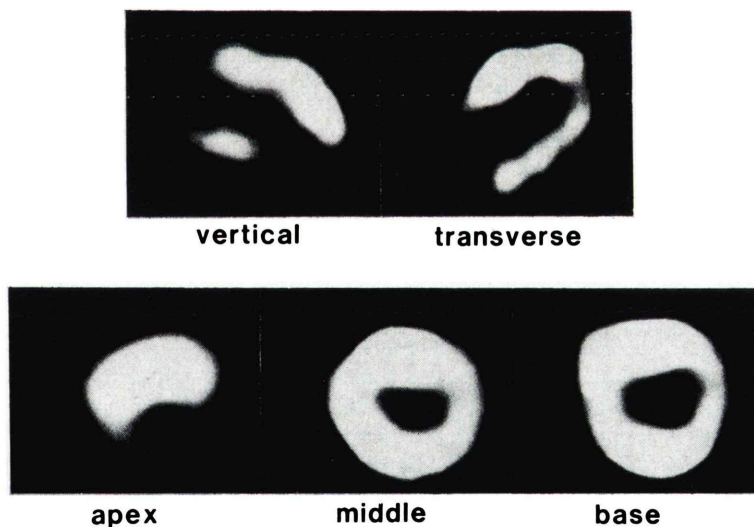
Tl myocardial scintigraphy; Hypertrophy of the anteroseptal area especially from the midventricle to near the apex is shown. Perfusion defect is seen at the apico-inferior lesion.
